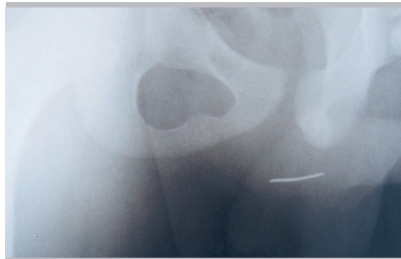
RTG obraz předchozího
